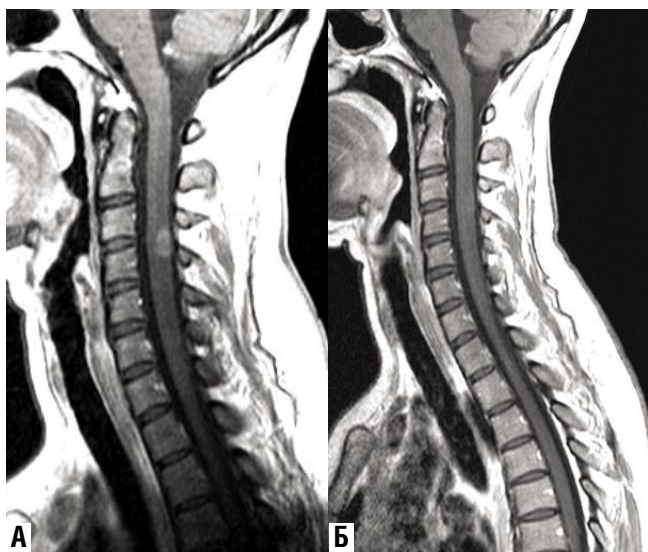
МРТ в Т1 ВИ, контрастное усиление (сагиттальные срезы) того же больного, что и на рис. 4, выполненные до (А) и после (Б) лечения
